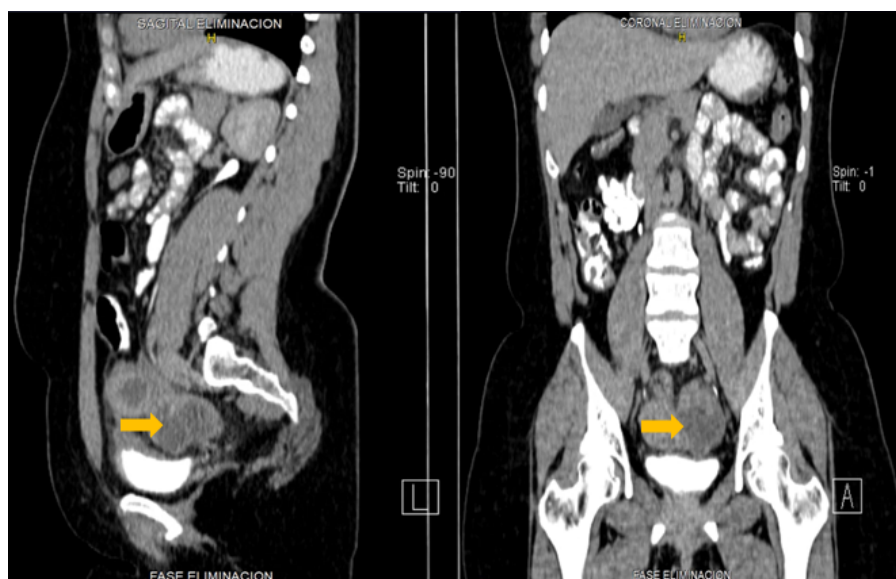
Tomografía axial computarizada en corte sagital y coronal donde muestra lesión ocupante de a nivel anaxial izquierdo de aspecto quístico, de rango líquido, tabicada, con paredes delgadas (flecha).
